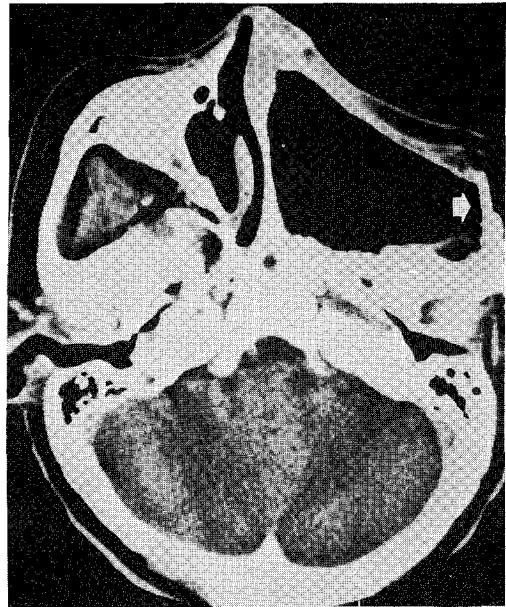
Squamous cell carcinoma eroded posterior maxillary wall and invaded infratemporal fossa (arrowhead). Postoperative CT scan (Rt) shows radical extirpation of maxilla and pterygoid fossa content. Arrow indicates repaired strut of zygomatic arch.
